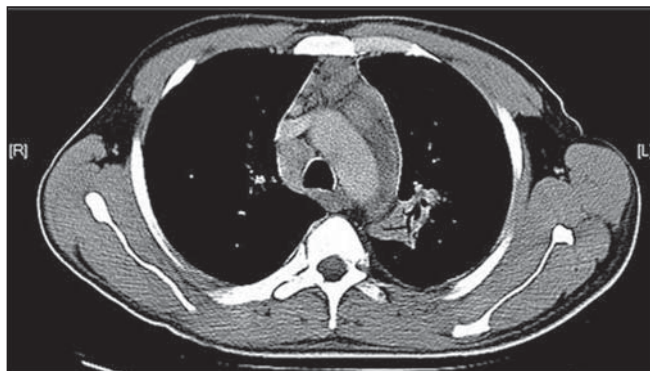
Linfonodomegalias homogêneas – TC de tórax. Linfonodomegalias paratraqueal inferior direita, retrotraqueal e para-aórticas, homogêneas, associadas a opacidade com broncograma aéreo em projeção do segmento apicoposterior do lobo superior esquerdo.
